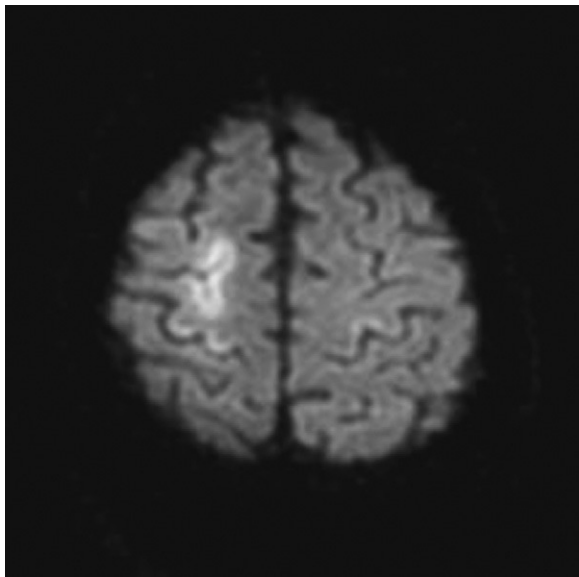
RM cerebral realizada 72 h desde el inicio de los síntomas. DWI: áreas corticales con restricción de la difusión con forma serpiginosa sugestivas de infarto venoso reciente.
